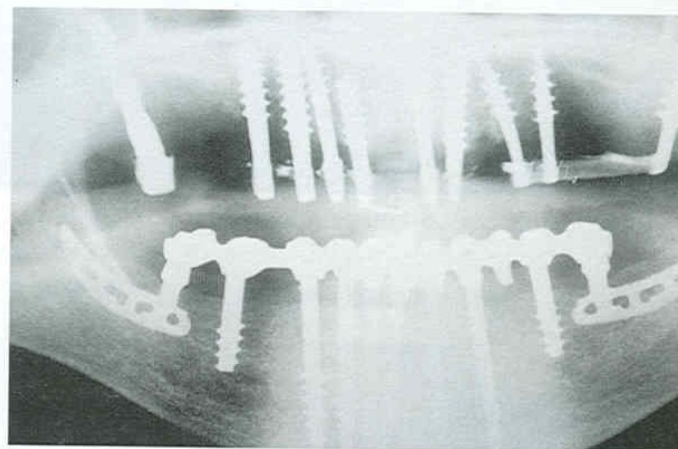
La radiografia eseguita dopo un anno e mezzo di funzione attesta il mantenimento di un divario di densità tra il tessuto osseo superficiale mesiale e quello distale
